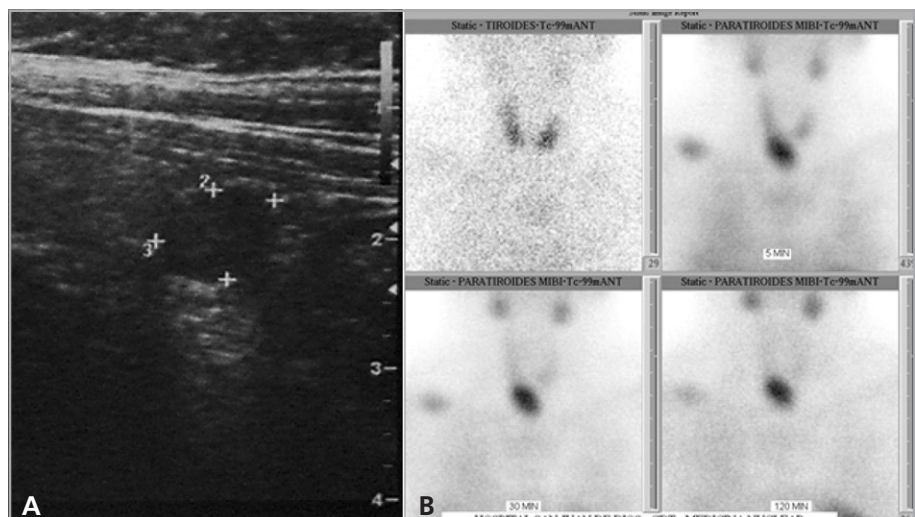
A) Ecografía cervical que muestra nódulo hipogénico de 3 por 1,2 cm inferior en el lóbulo tiroideo derecho, compatible con adenoma paratiroideo. B) Cintigrama paratiroideo con Tc99 SESTAMIBI.
